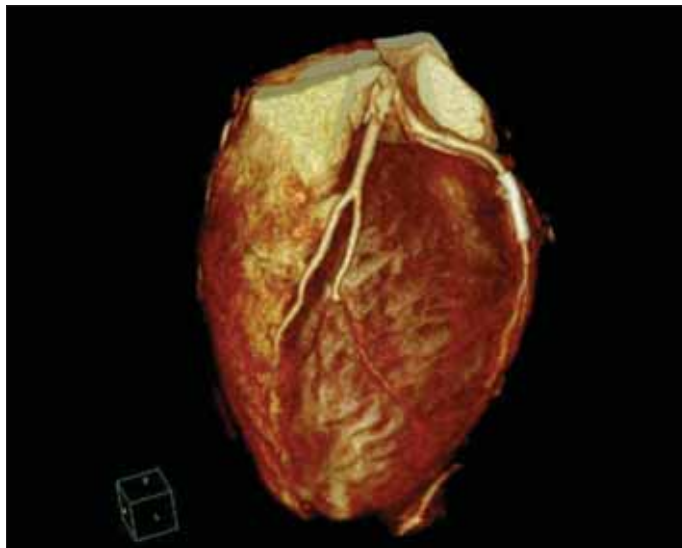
Computerized tomography view of a circumflex coronary artery after PTFA-covered stenting
